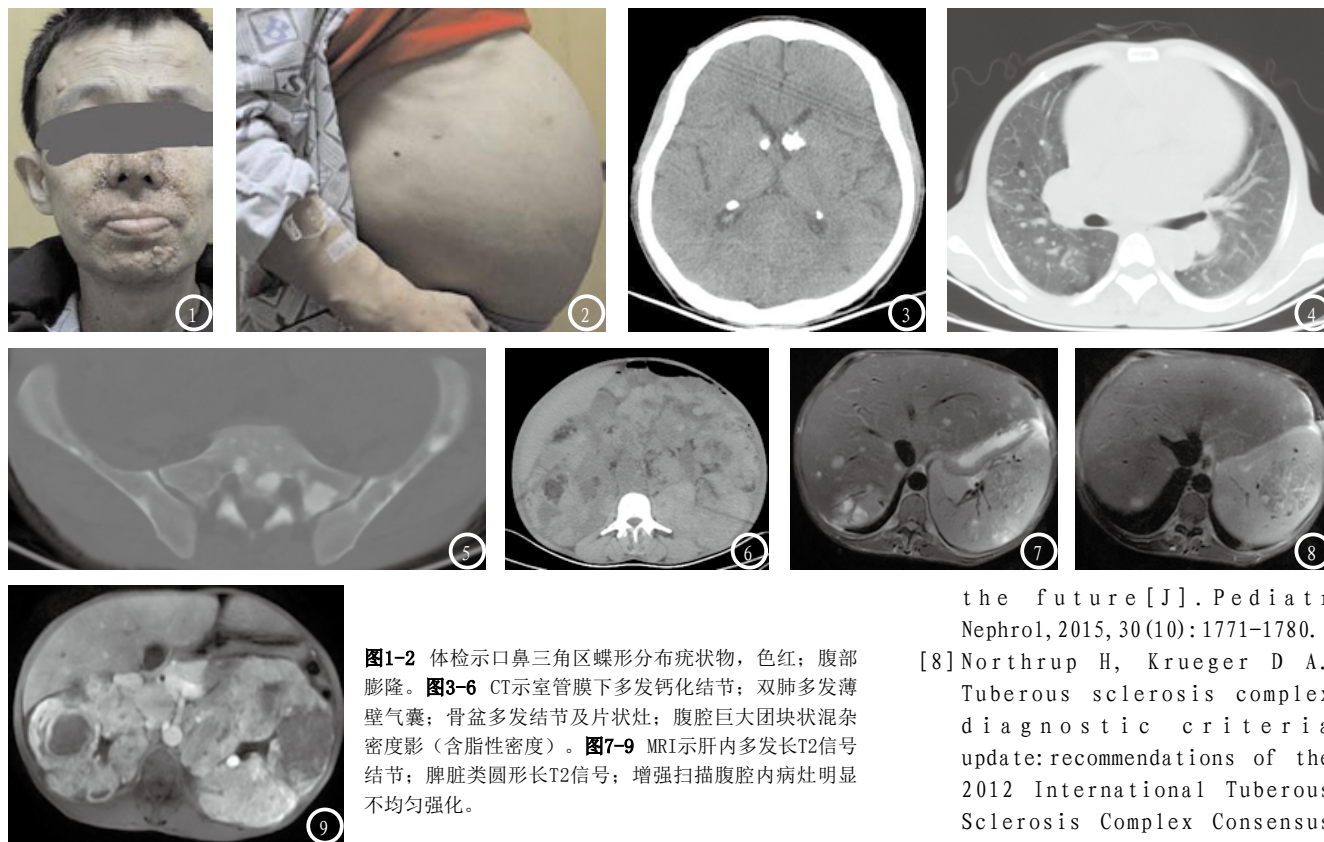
体检示口鼻三角区蝶形分布疣状物，色红；腹部膨隆。图3-6 CT示室管膜下多发钙化结节；双肺多发薄壁气囊；骨盆多发结节及片状灶；腹腔巨大团块状混杂密度影（含脂性密度）。图7-9 MRI示肝内多发长T2信号结节；脾脏类圆形长T2信号；增强扫描腹腔内病灶明显不均匀强化。
